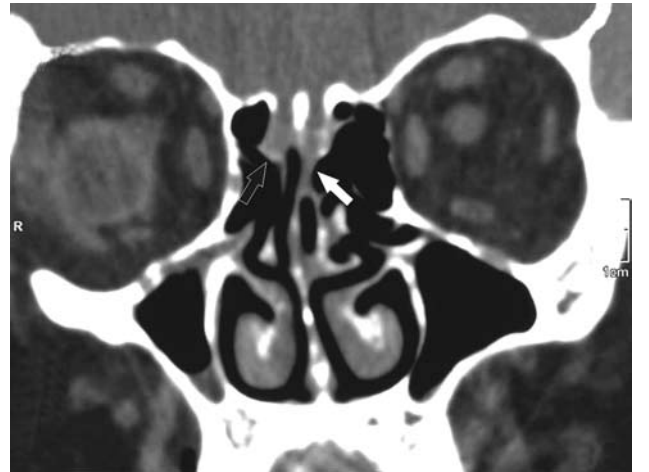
Paranasal sinüs bilgisayarlı tomografide iki taraflı kribriform plate yerleşiminde kemik defekt (sağ siyah ok, sol beyaz ok).
